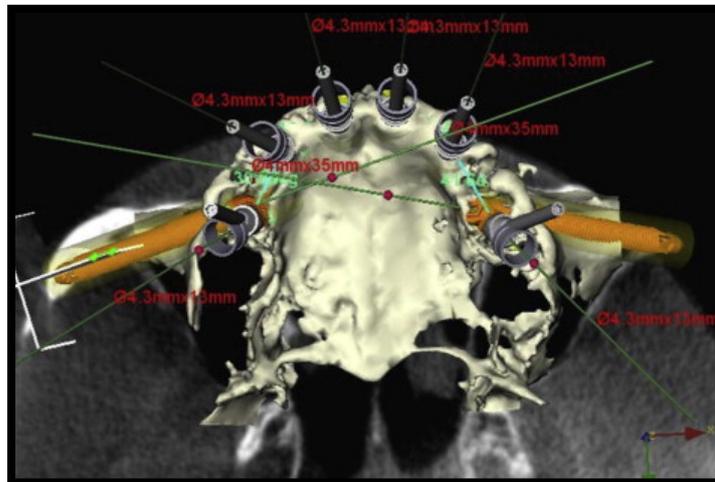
Tomografía computarizada. Planificación en la colocación de implantes cigomáticos.³⁵
